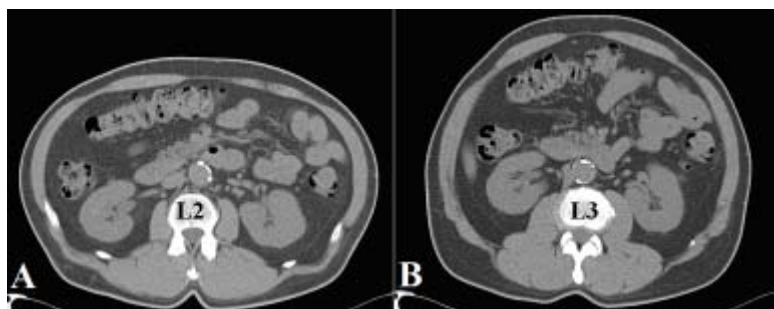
КТ-исследования брюшной полости одного пациента в положении лежа на спине в покое (а) и с пробой Вальсальвы (б). Представлены срезы на уровне сосудистой «ножки» почек с указанием тела поясничного позвонка.
